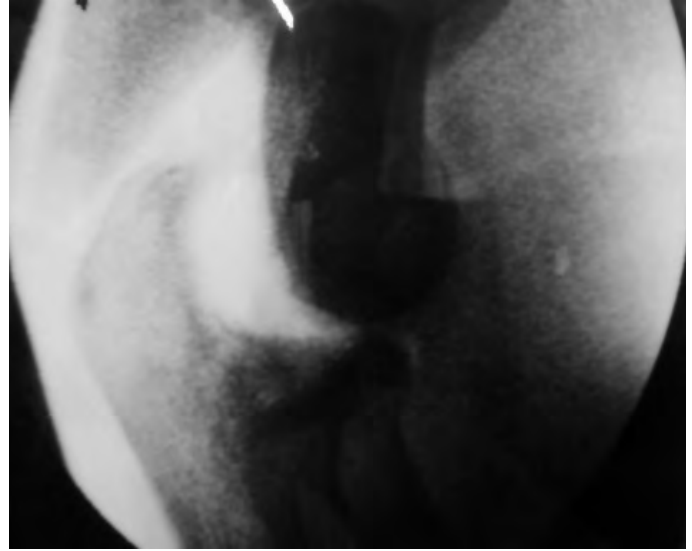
Inestabilitat rotatòria posterolateral. Radiografia forçada on es mostra la subluxació posterior de l'òlecranon.
